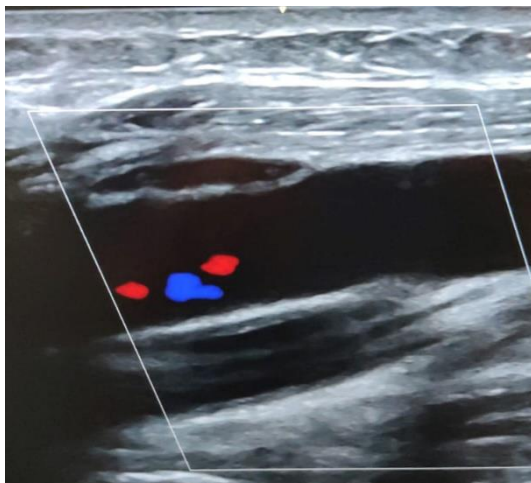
Doppler color vena yugular en corte longitudinal
